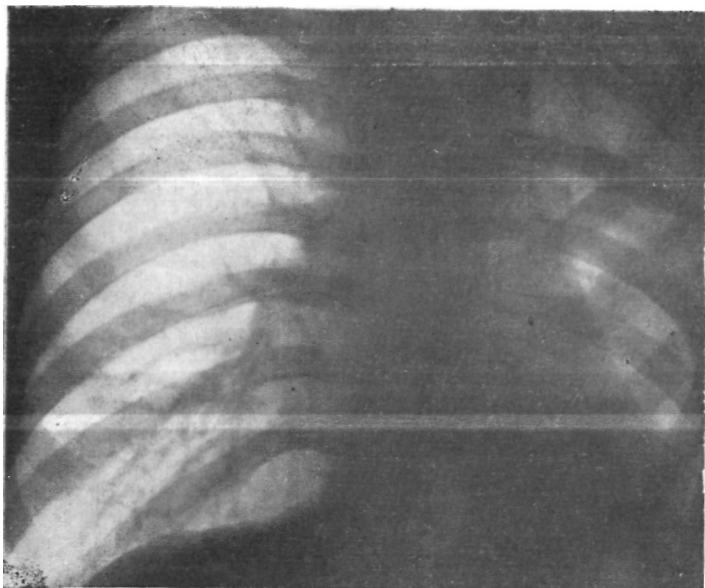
Тот же больной. Прямая рентгенограмма легких через 15 дней после операции. Левое легкое воздушно.
